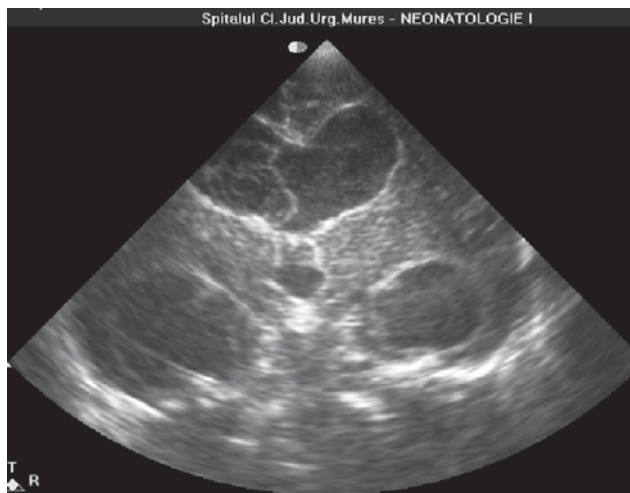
Cazul 2 – ecografie postnatală transfontanelară în secțiune coronală cu ventriculomegalie evidentă a cornului occipital al ventriculilor laterali și al ventriculului 3
